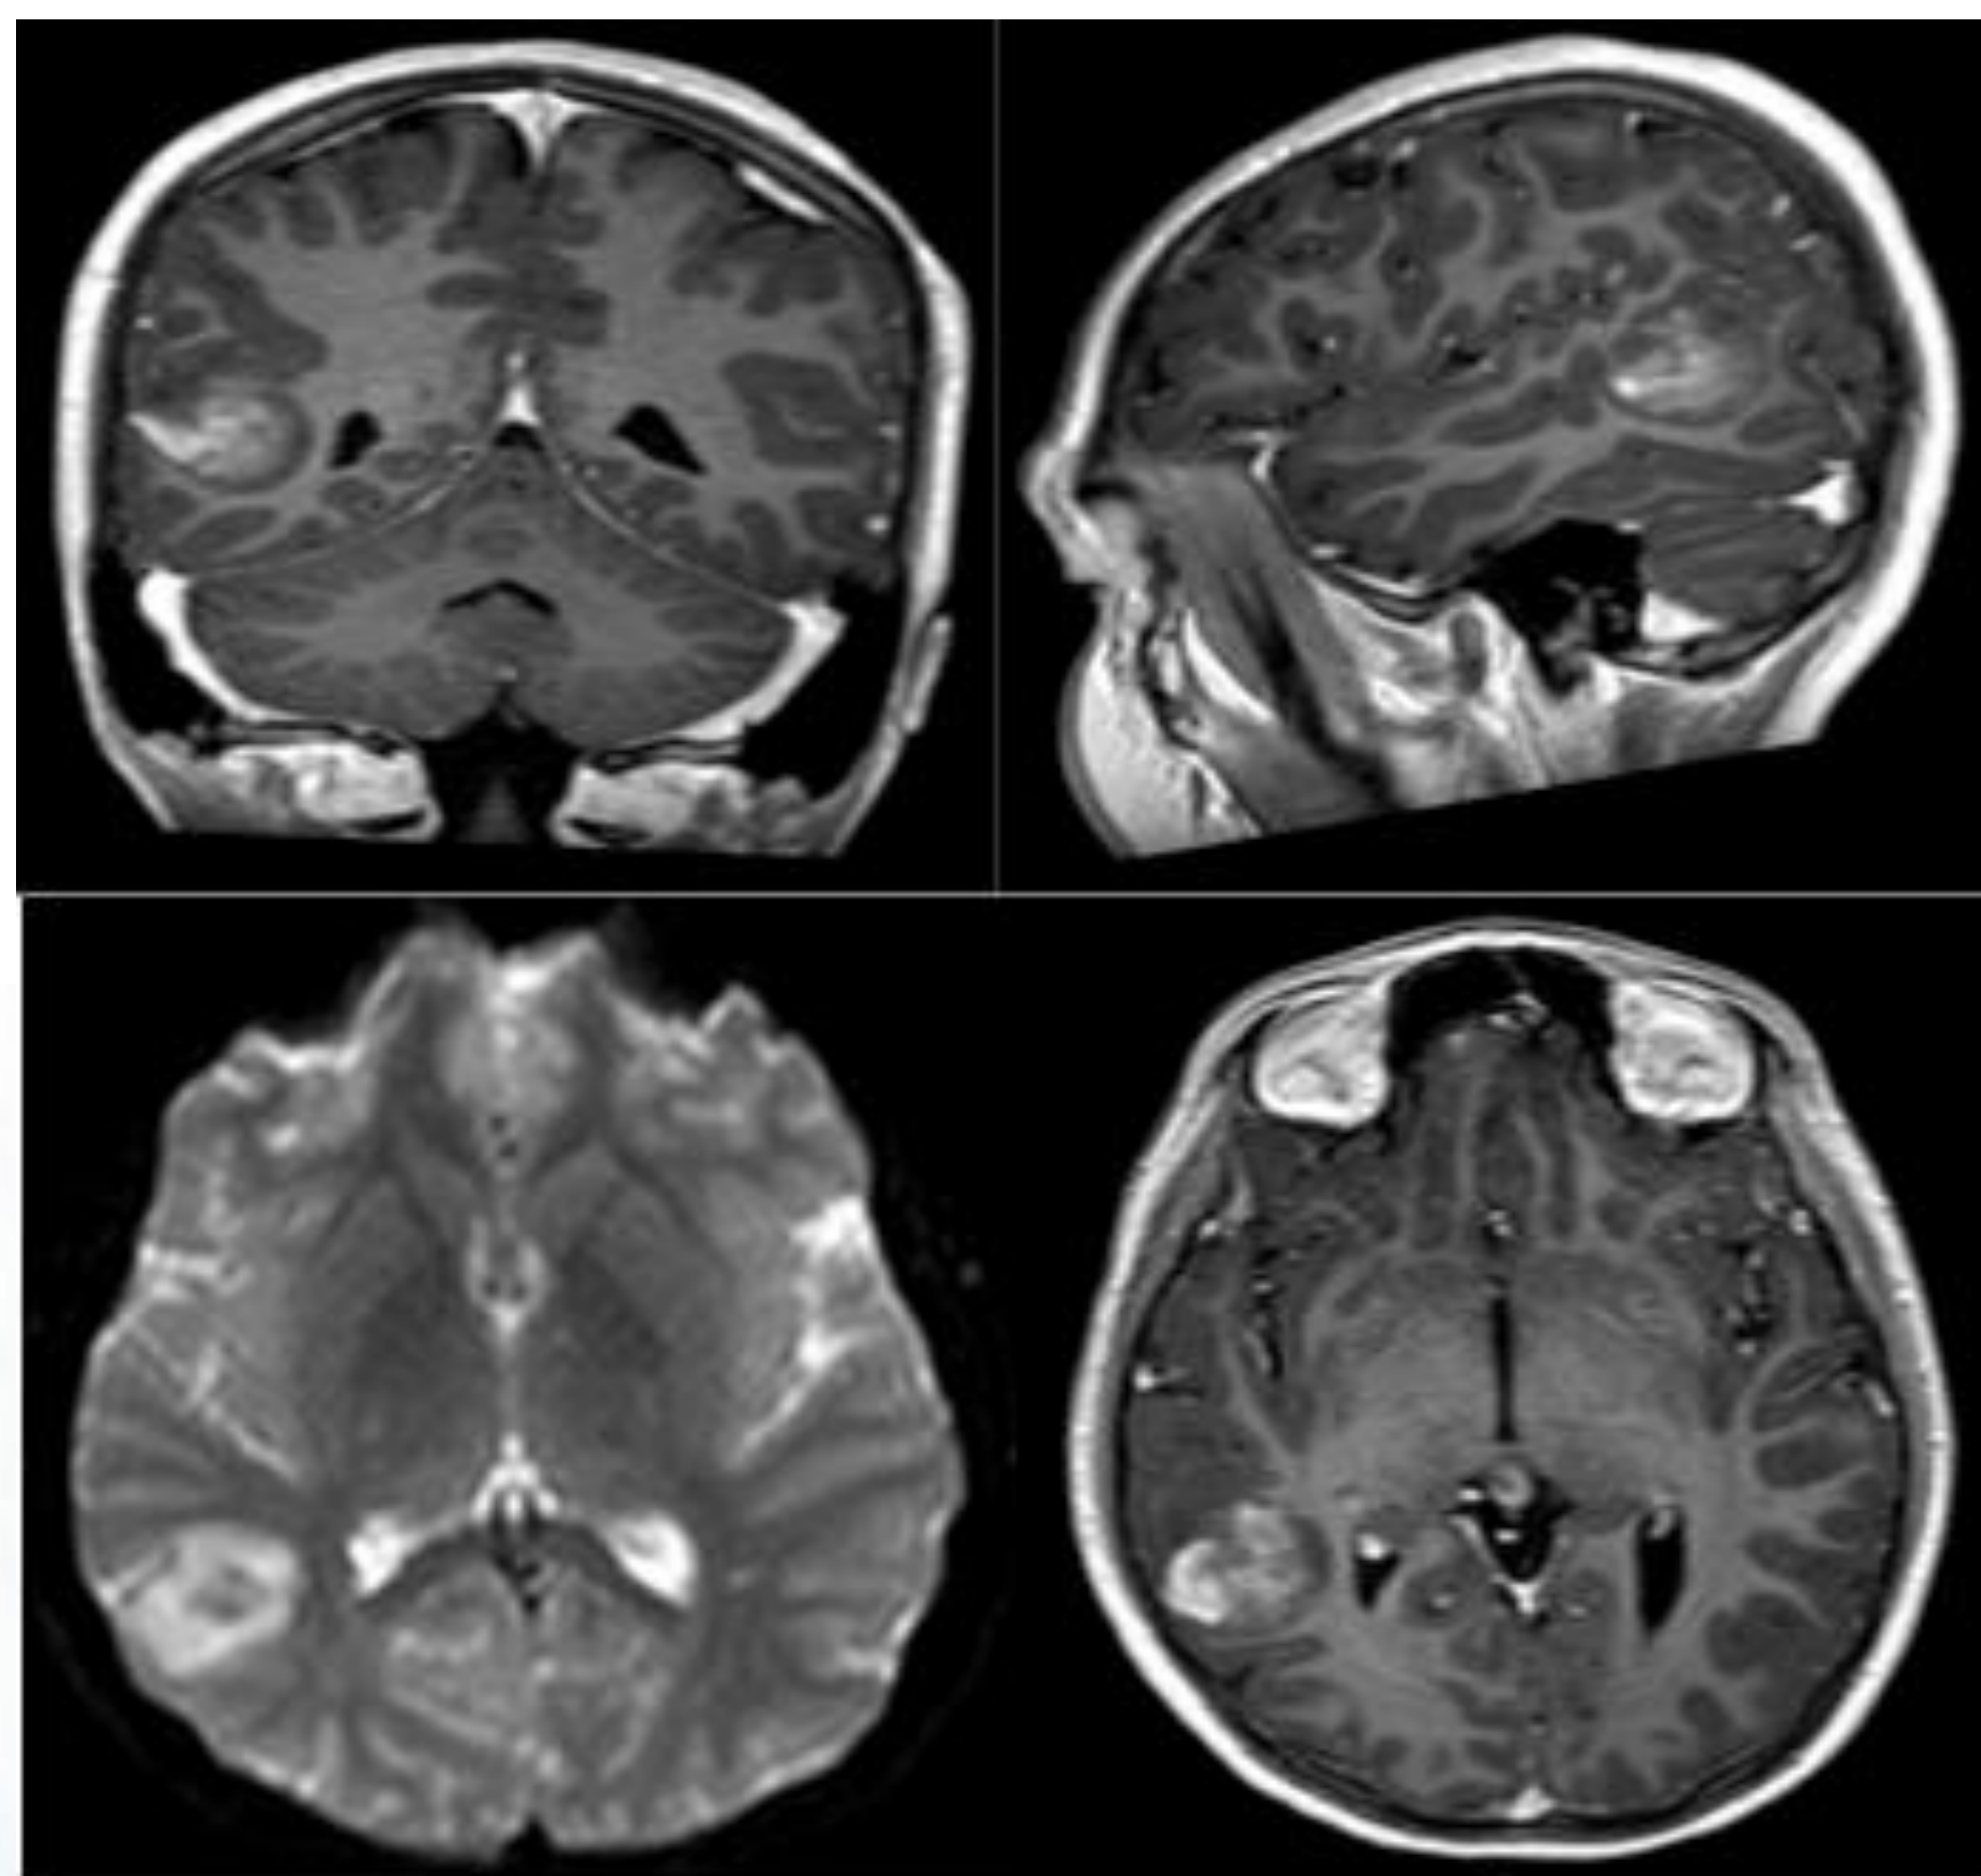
Estudio de resonancia magnética al diagnóstico.
